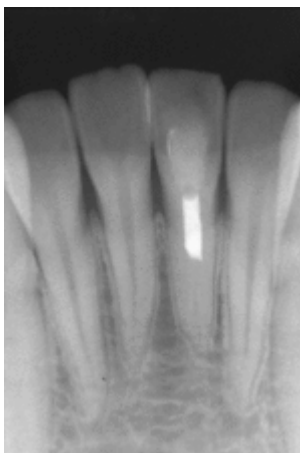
radiografia tirada 30 meses após a consulta inicial. Apresenta completa formação do ápice e espessamento da raiz (Iwaya, et al. 2011).
